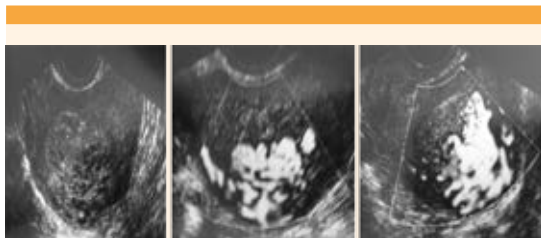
Examen ecográfico en el que se observa la malformación arteriovenosa uterina que capta Doppler color.
